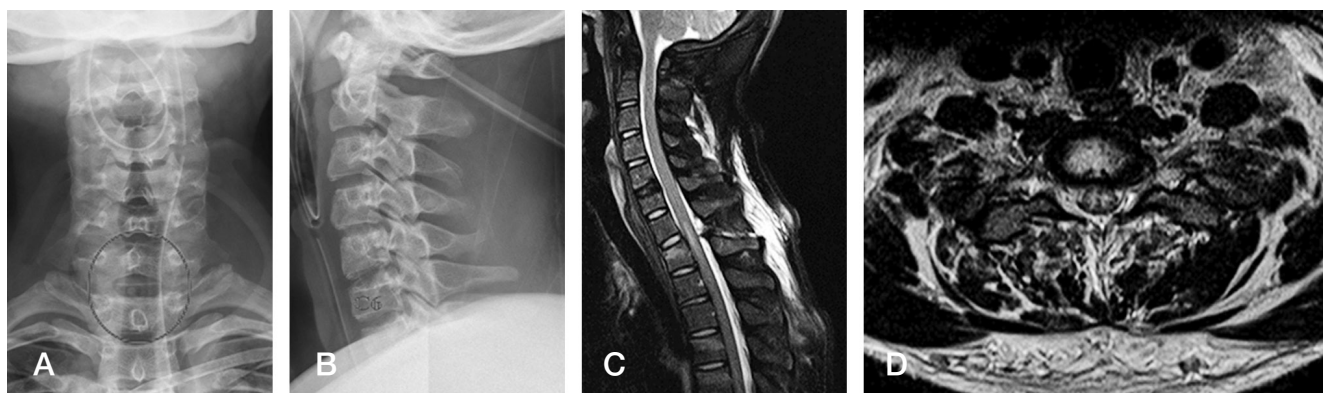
(A-B) The anteroposterior and lateral view of plain radiographs after closed reduction. (C-D) T2-weighted axial images and T2-weighted fat-suppressed sagittal images after closed reduction. MRI images shows compression fracture in T1, high signal intensity within the spinal cord between C7 and T1 and posterior ligament complex injury.
